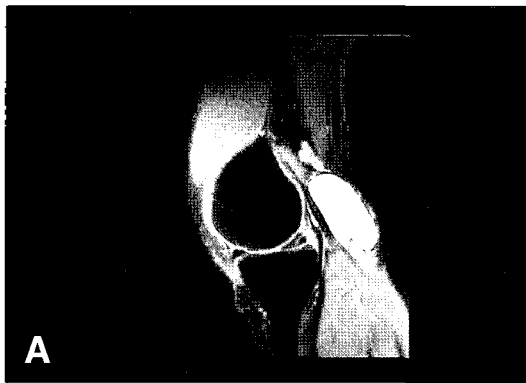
(A) Large popliteal cyst detected in MRI (B) At 1 year after surgery, ultrasonogram shows resolution of popliteal cyst.
